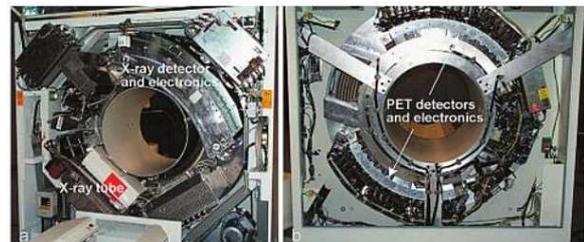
Componentes del Gantry-Stand PET/CT: izquierda corresponde a un CT y la derecha a un sistema PET.
